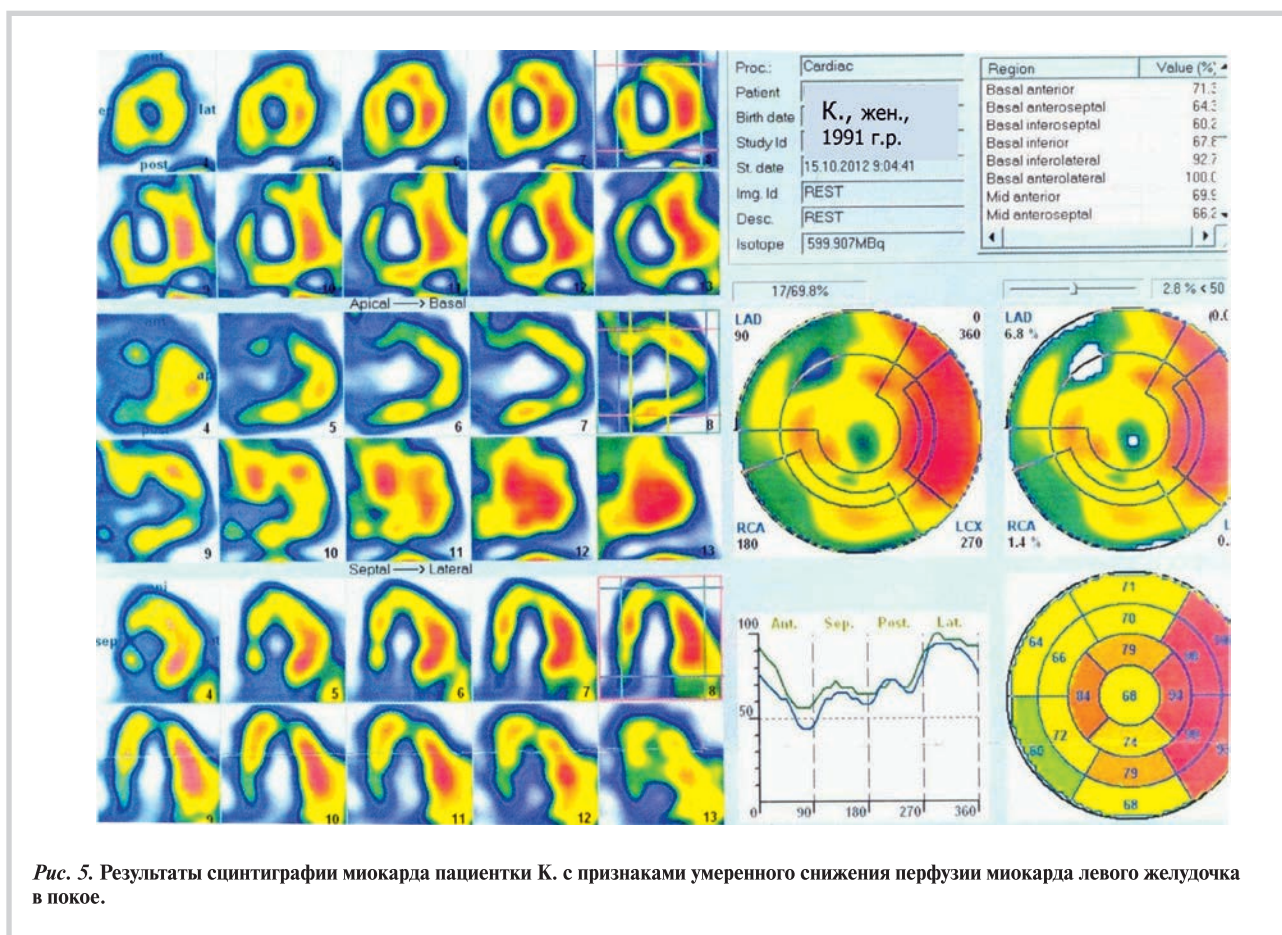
Результаты сцинтиграфии миокарда пациентки К. с признаками умеренного снижения перфузии миокарда левого желудочка в покое.
